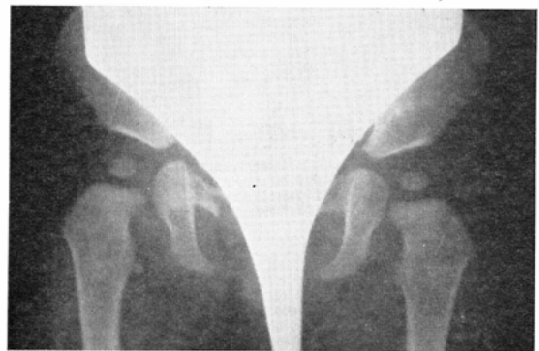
Hip-joint X-ray photograph taken with the ultra-high speed type screen Hi-SS.
